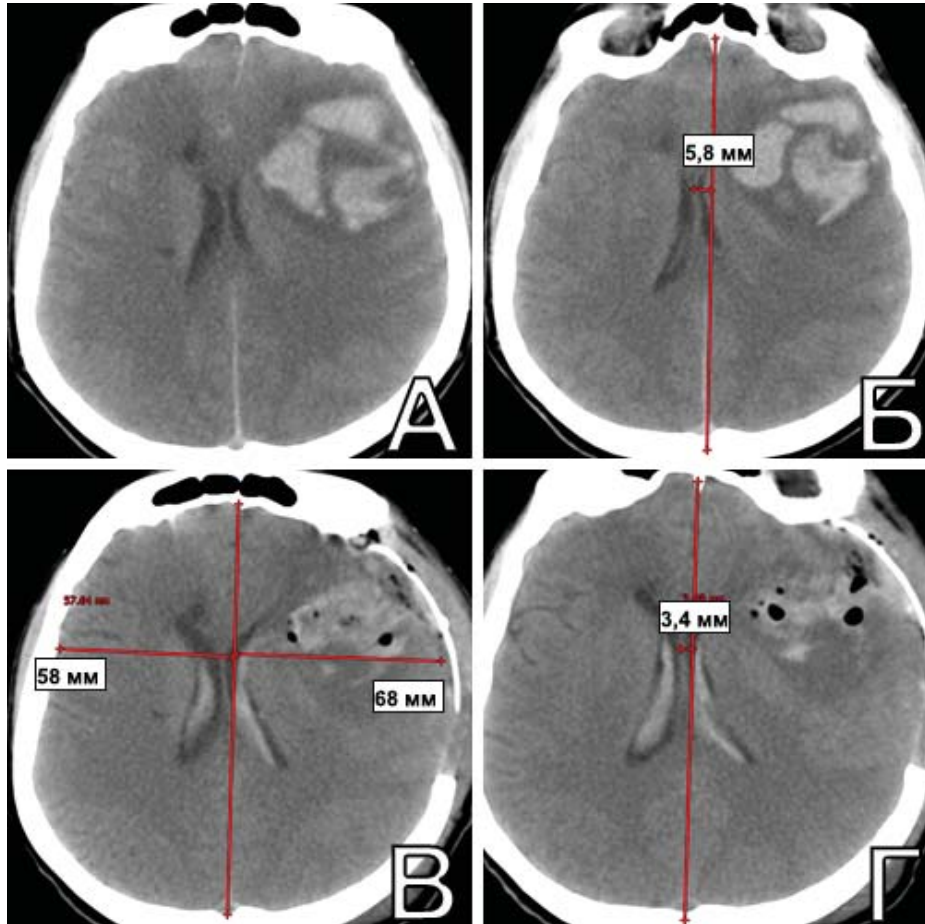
Оправданная и эффективная ДТЧ у пациентки Б., 52 лет, оперированной в первые сутки повторного САК из КА СМА слева. А, Б. КТ головы до операции: определяются ВМГ около 30 мл и ЛД срединных структур на 5,8 мм; В, Г. КТ головы в первые сутки п/о: пролабирование мозга в трепанационный дефект составляет 10 мм, ЛД уменьшилась до 3,8 мм
